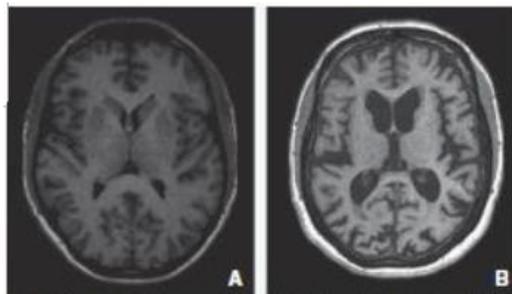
Comparaison d'une IRM cérébrale d'un patient sain (A) et celle d'un sujet atteint par la pathologie (B) (6)
